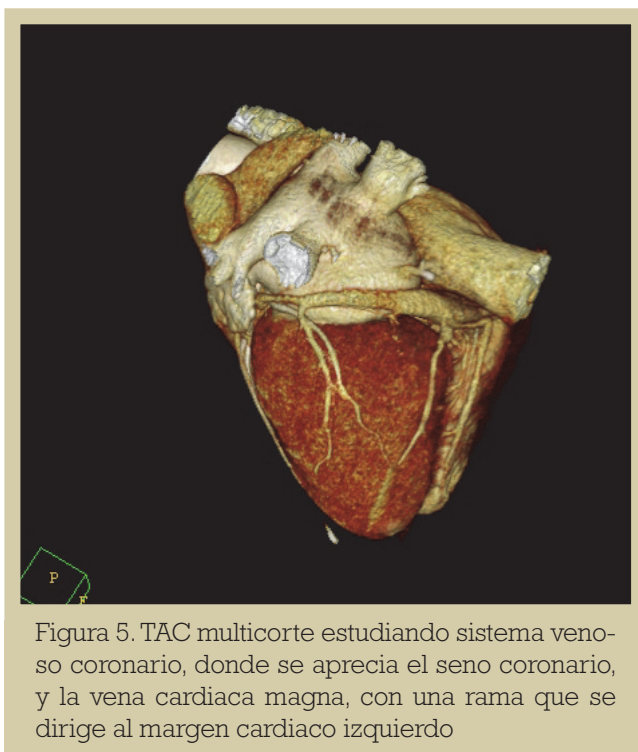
TAC multicorte estudiando sistema venoso coronario, donde se aprecia el seno coronario, y la vena cardiaca magna, con una rama que se dirige al margen cardiaco izquierdo
